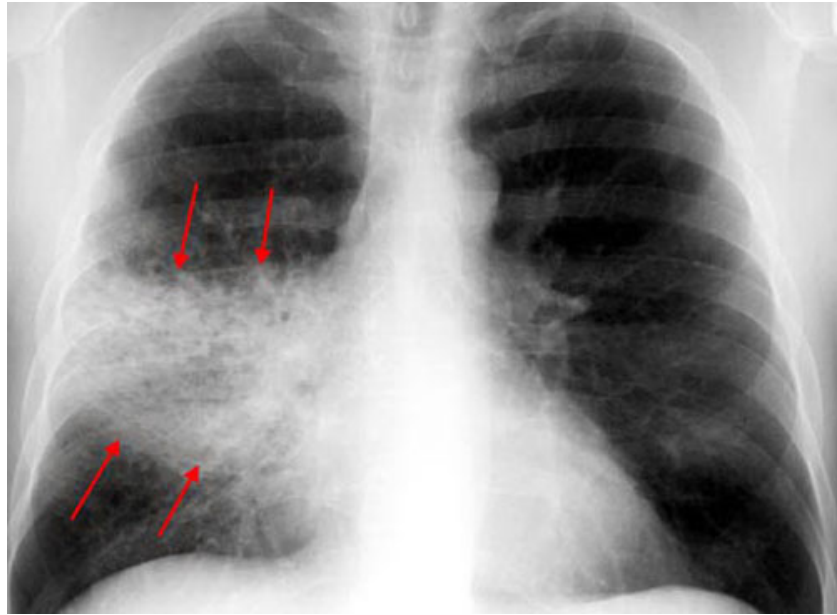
Рентгенограма хворого на крупозну пневмонію
